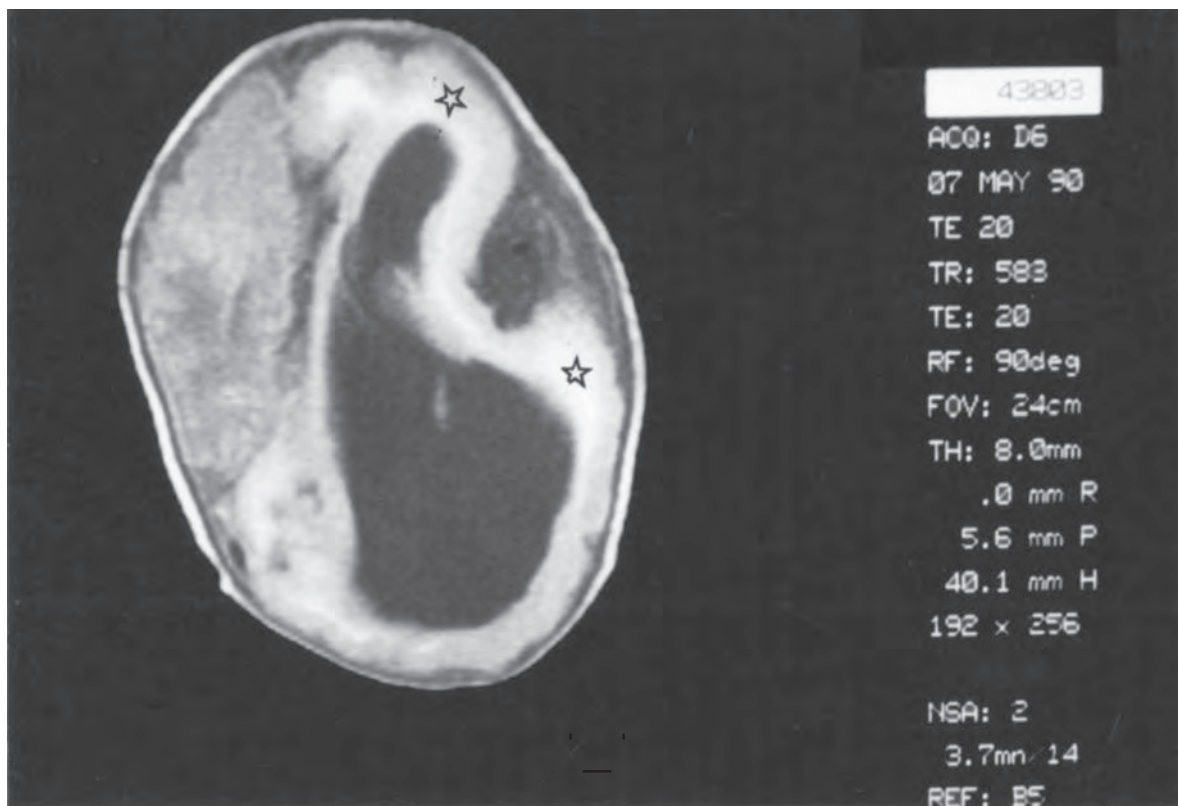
Estudio de imagen por RM axial de un hemisferio cerebral izquierdo displásico hemimegaloencefálico (estrellas).
